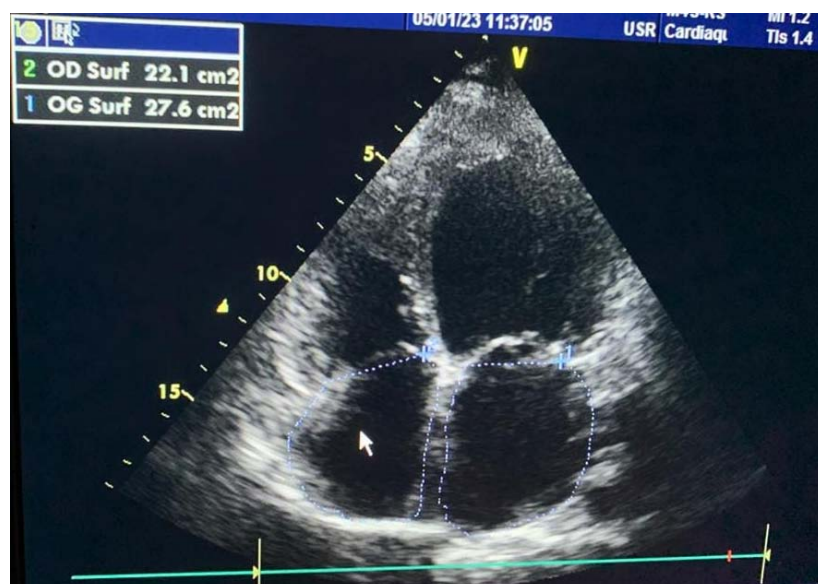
Échocardiographie Trans thoracique d'un patient de notre série montrant une dilatation des deux oreillettes.
